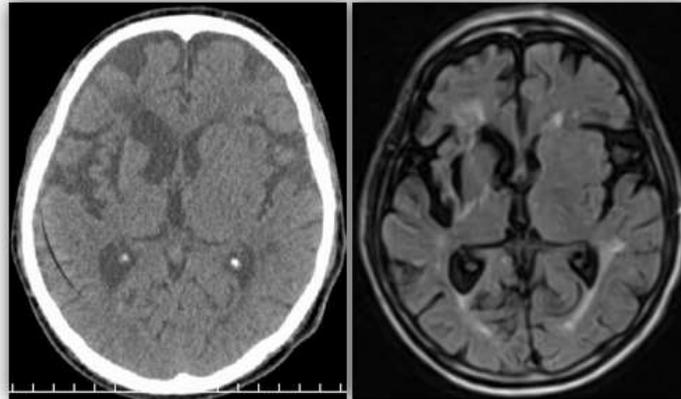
Correlación por TAC (A) y RMN (B) de lesión periventricular derecha en relación con HIP antiguo. Daño difuso de sustancia blanca y severa atrofia
